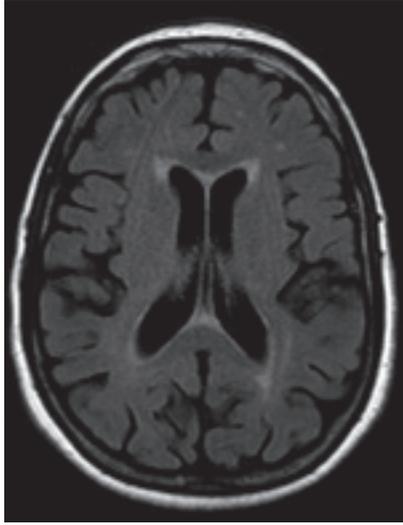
RMN craneal secuencia T2/flair
